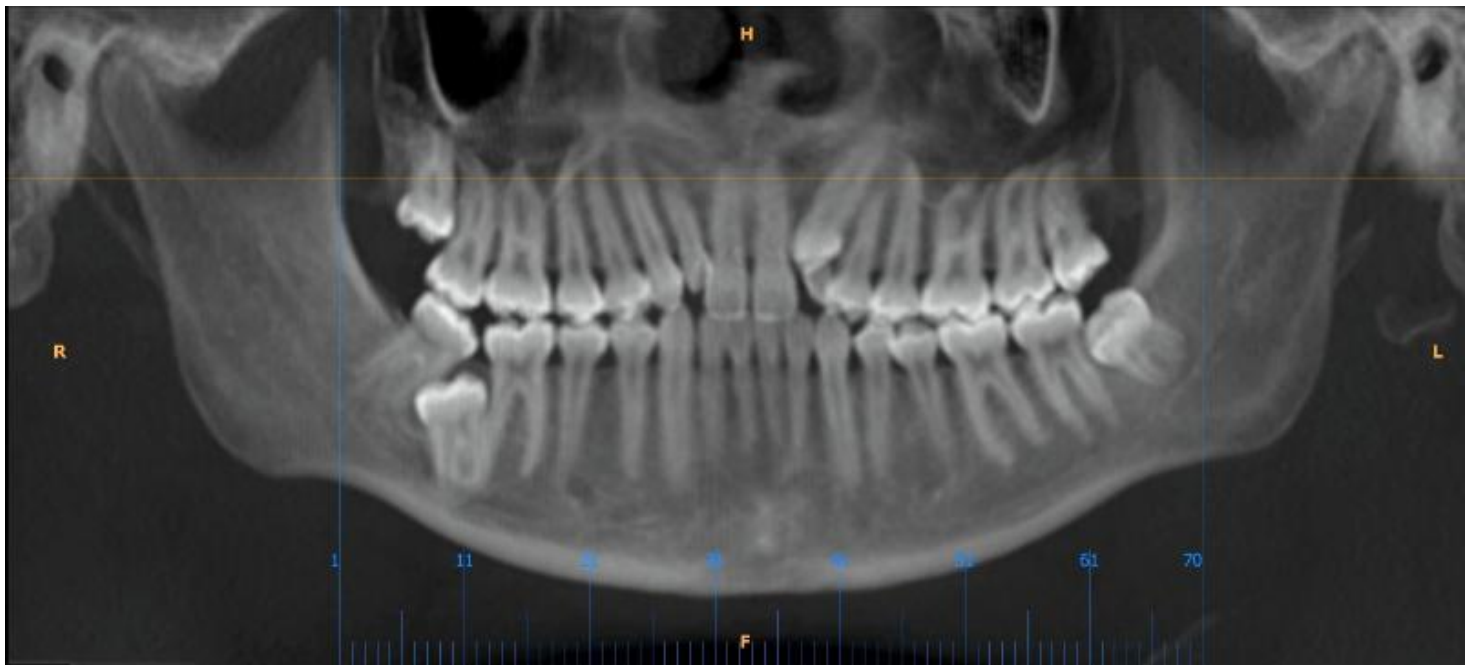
Reconstrução panorâmica a partir da tomografia MultiSlice com o protocolo CTdBem Dental.
